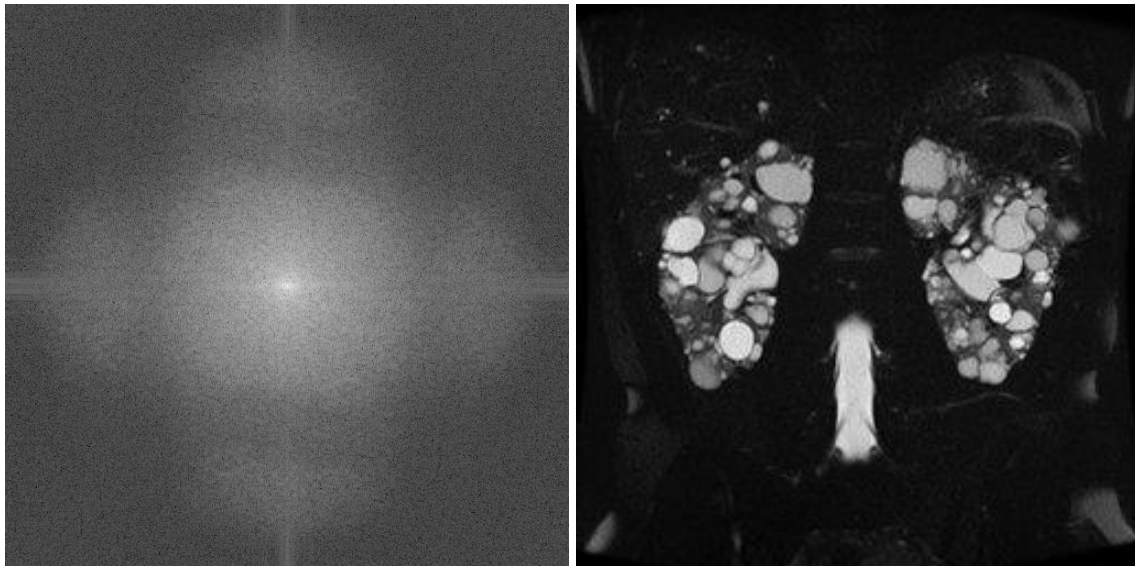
Pulse MRI sequence; protocollo di acquisizione Gradient Echo
